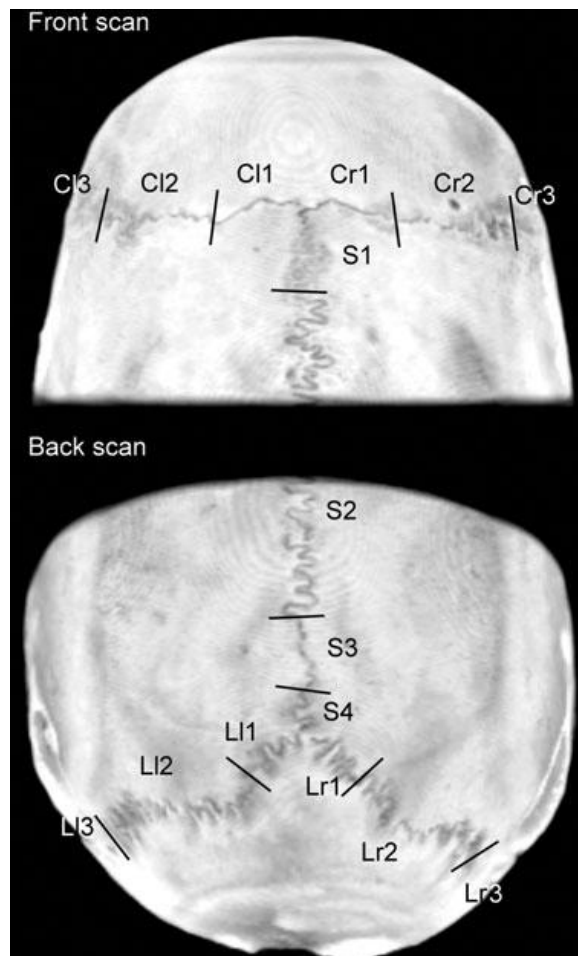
Image of the ectocranial suture divisions as seen on a 3D overview when viewing the CT data with the Advantage Workstation, based on the suture division by Oppenheim (11,12). S, sagittal suture; C, coronal suture; L, lambdoid suture; r, right; l, left.
